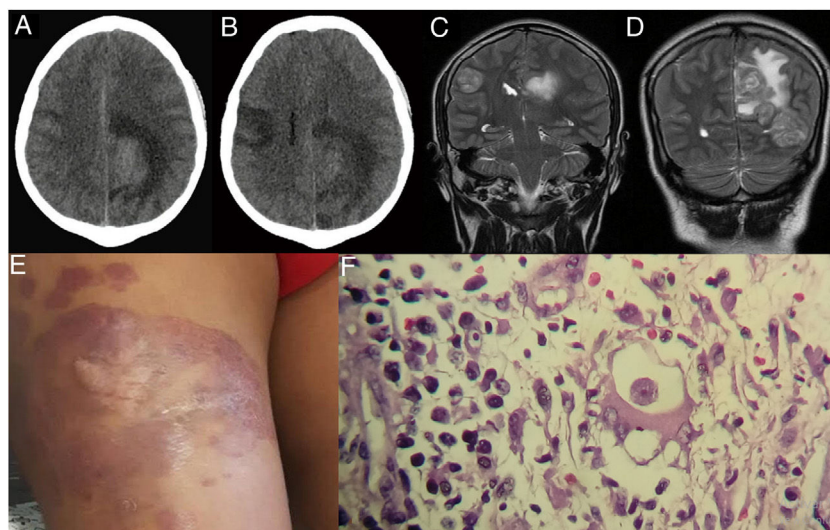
A) Tomografía cerebral con contraste. B) 24 días antes de su hospitalización (control a los 21 días). C y D) Resonancia magnética cerebral, tres lesiones expansivas intracraneales en ambos hemisferios. E) Se observa una placa eritematoviolácea en el muslo derecho del paciente. F) Biopsia de lesión cutánea: trofozoito de *Balamuthia mandrillaris* (100 ×).
